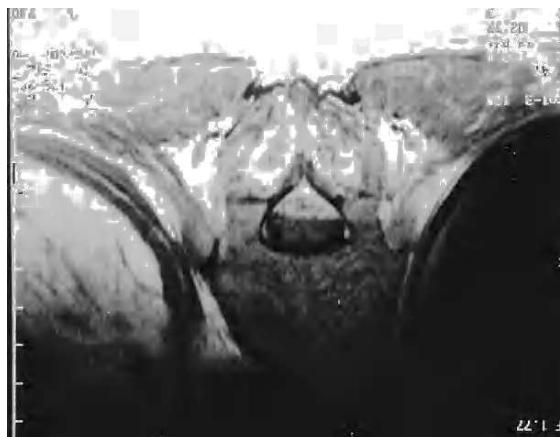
Corte coronal torácico a nivel D11 en la resonancia magnética en el que se observa hematoma epidural.
